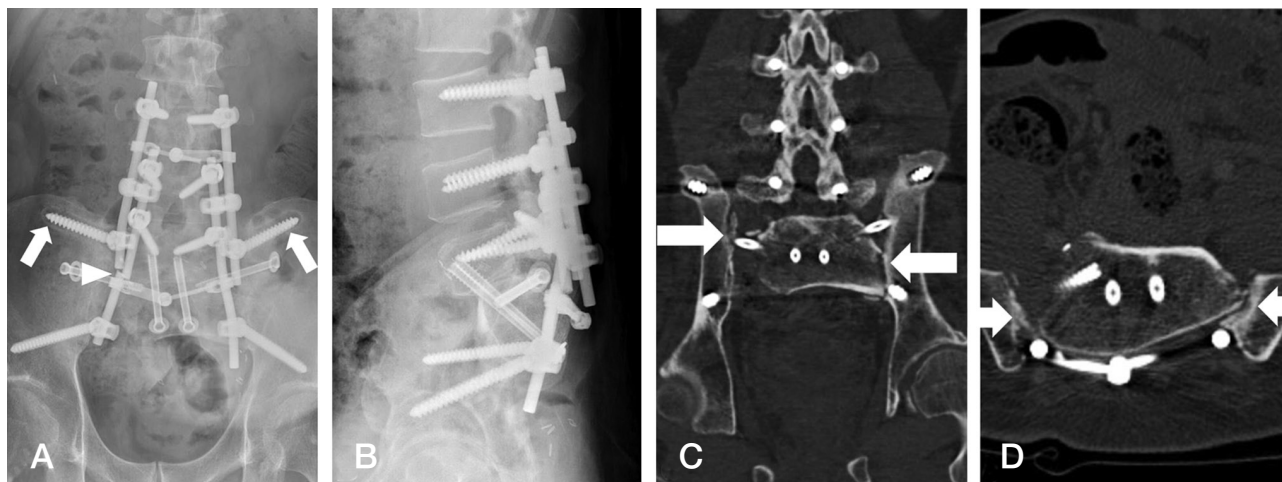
The pelvis anteroposterior (A) and lateral (B) radiographs show loosening of the iliac screw (arrow) and rod breakage (arrowhead) at 31 months postoperatively. Axial (C) and sagittal (D) CT images show nonunion between the femoral allograft and both ilia (arrow).
